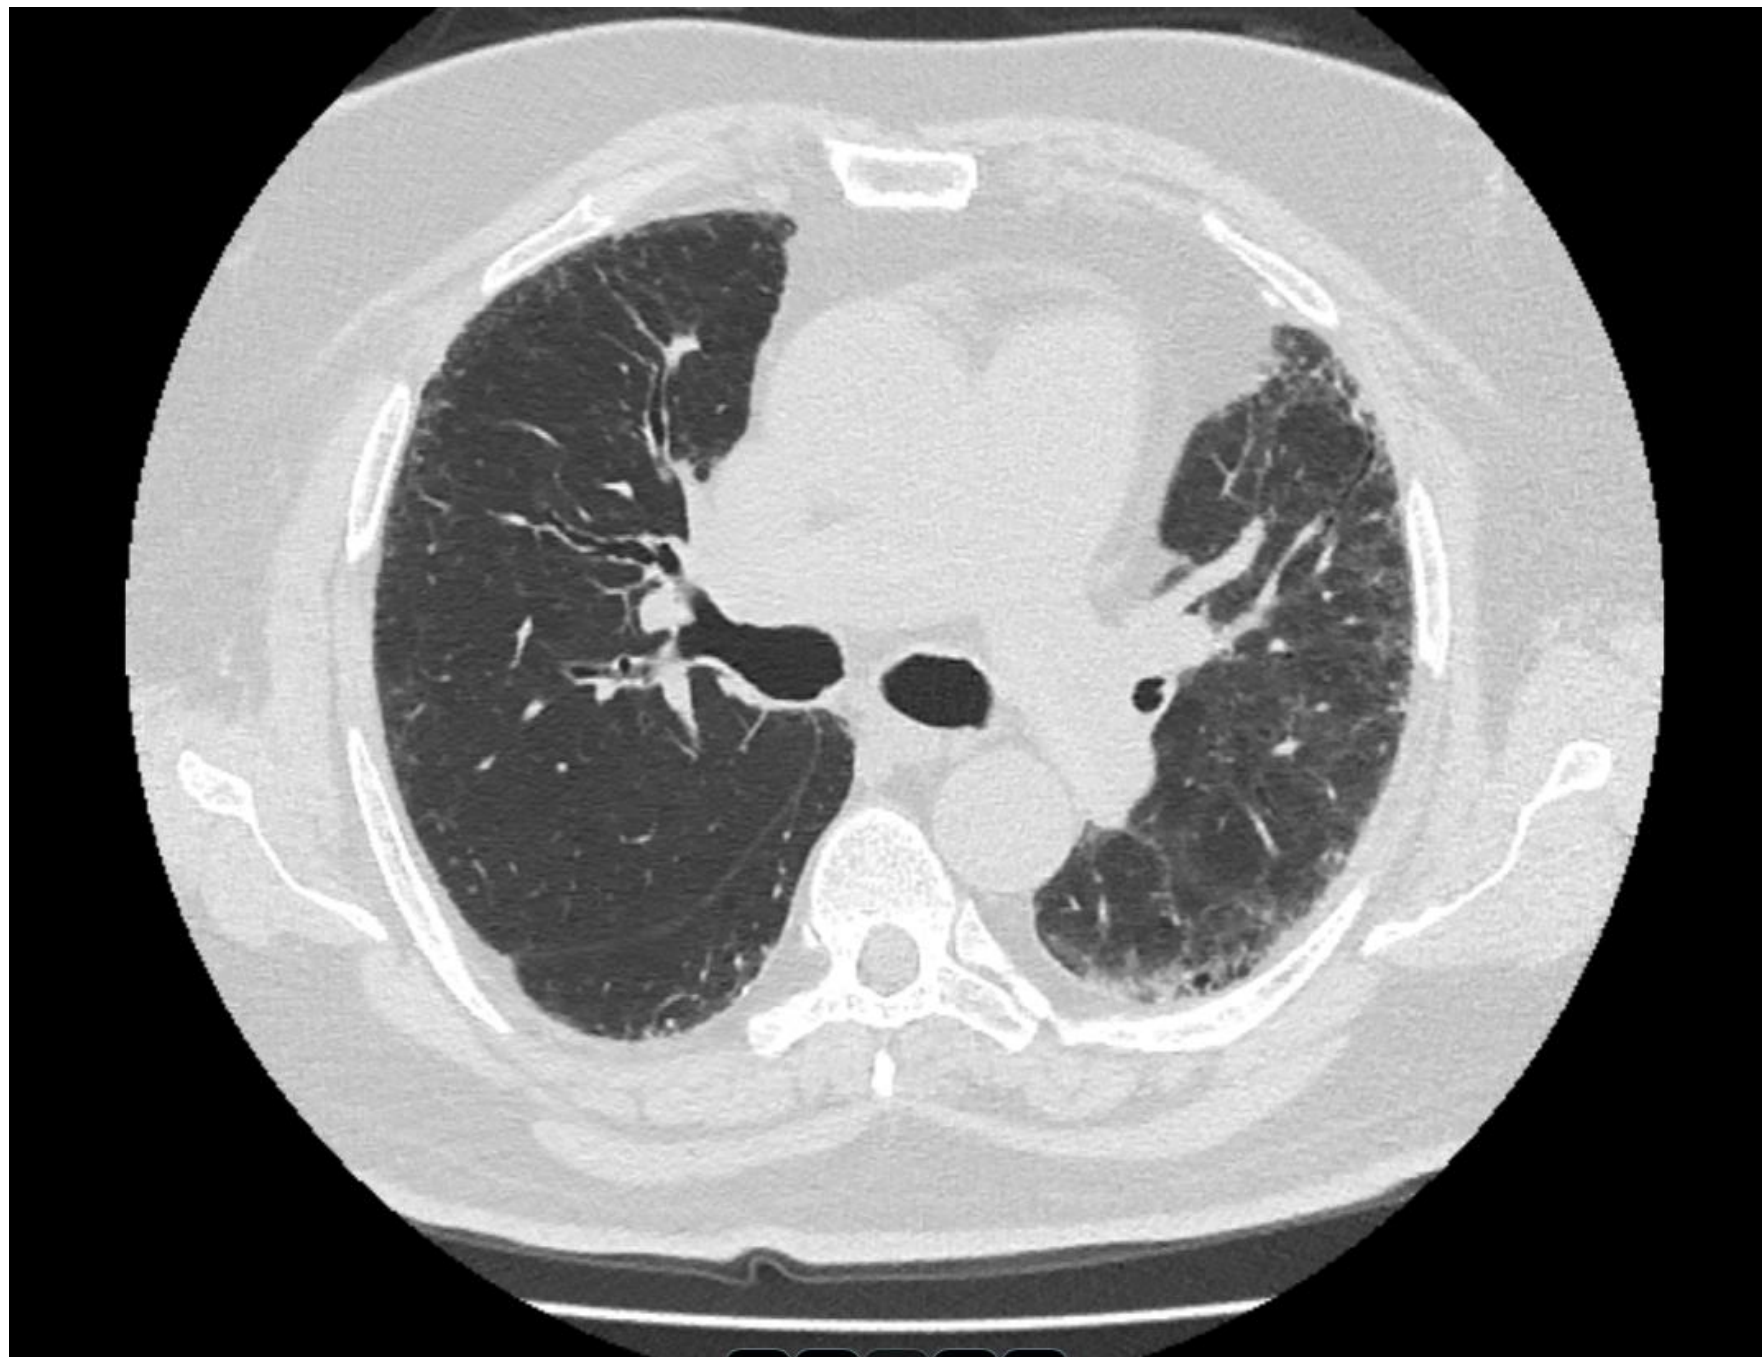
69-year-old male with 20 year work history at construction company. A. CT shows ground-glass opacity (arrows), traction bronchiectasis (arrowheads) and honeycomb cysts. B. CT shows multilayered honeycomb cysts in both lower lungs.
